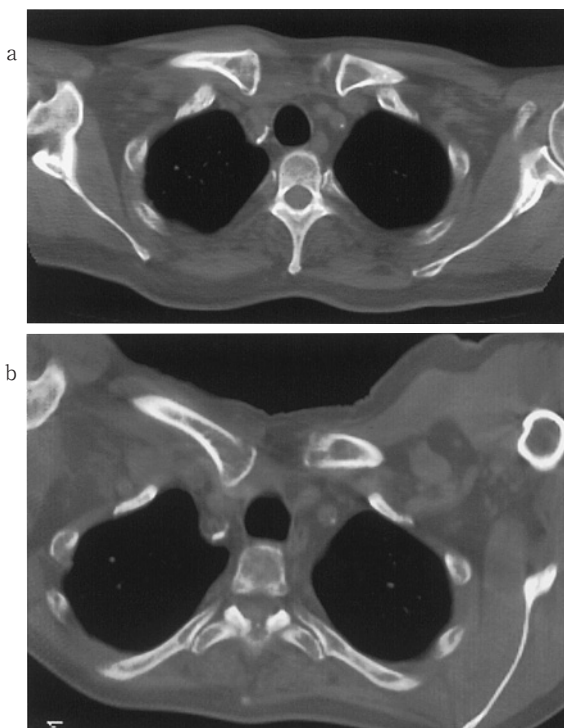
CT画像。下垂位では整復位であるが、水平内転位では後方に鎖骨近位が転位している。
